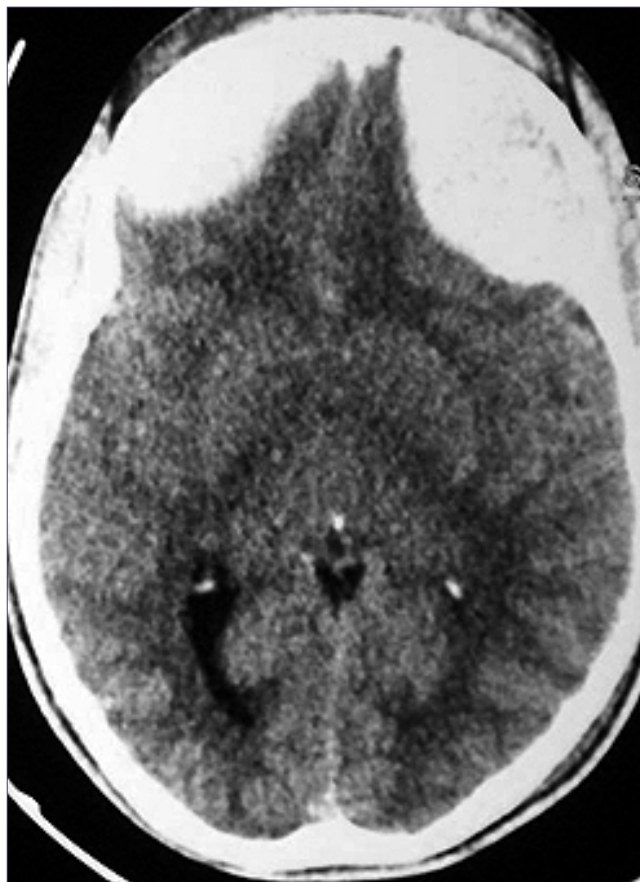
Non-contrast axial CT scan of the skull showing bifrontal epidural hematoma.
